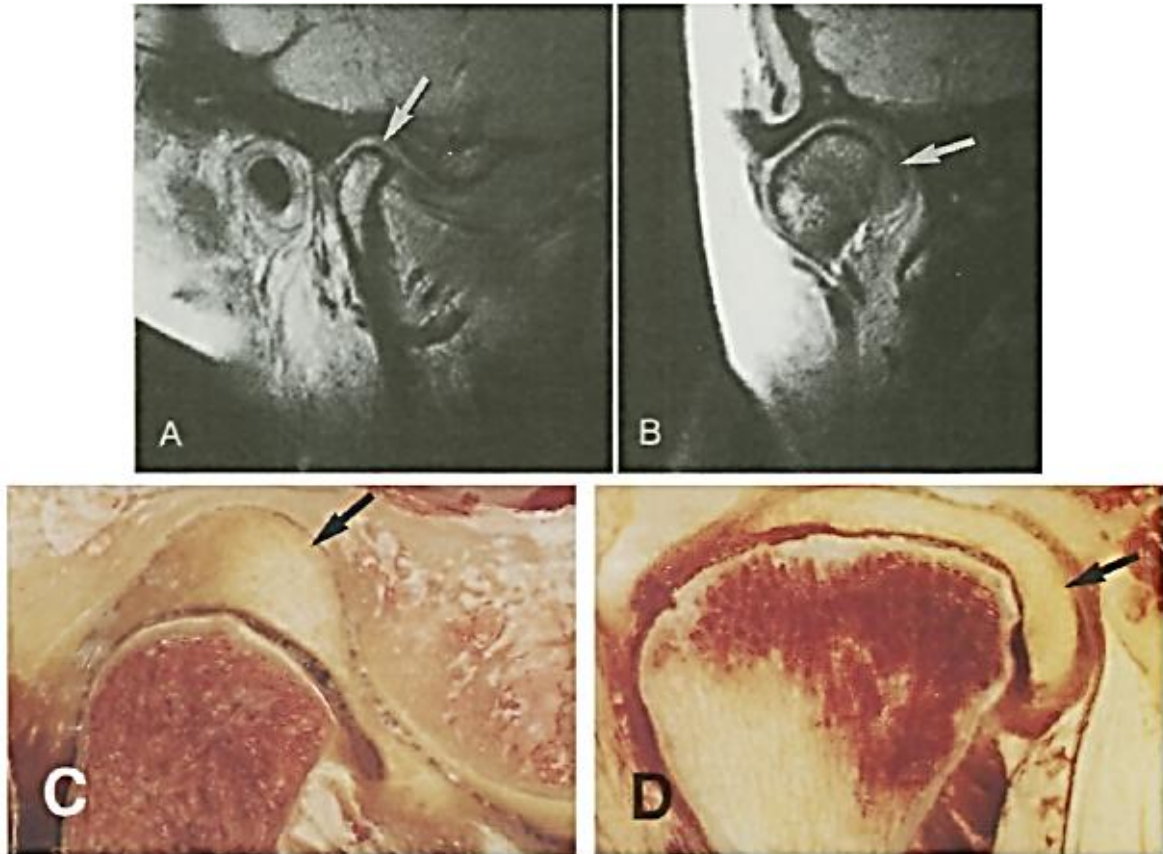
Deslocamento medial do disco. A, RM imagem sagital mostrando disco (seta) superiormente ao côndilo. B, imagem coronal da RM (mesma articulação como A) mostrando disco (seta) para medial do côndilo. C, criosecção sagital (disco diferente de A e B) mostrando disco (seta) superiormente ao côndilo. D, criosecção coronal (disco diferente de A, B e C) mostrando disco (seta) para medial do côndilo.
